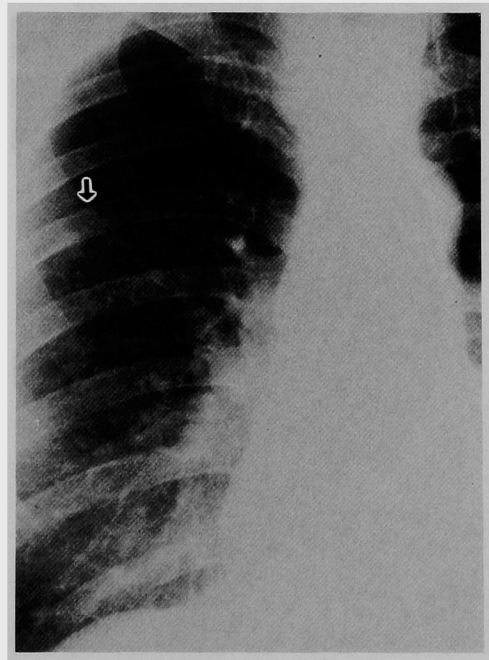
a 胸部X線写真, 右上葉に結節影(↑)を認める。
